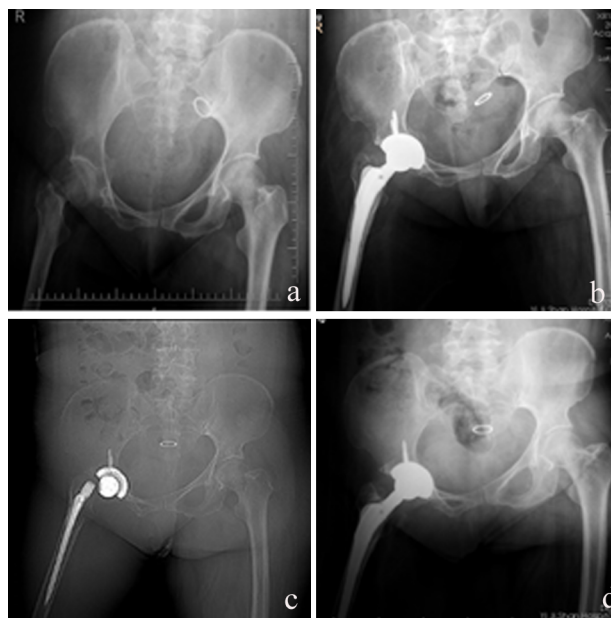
1例伴有小儿麻痹后遗症股骨颈骨折患者术前术后X线片
